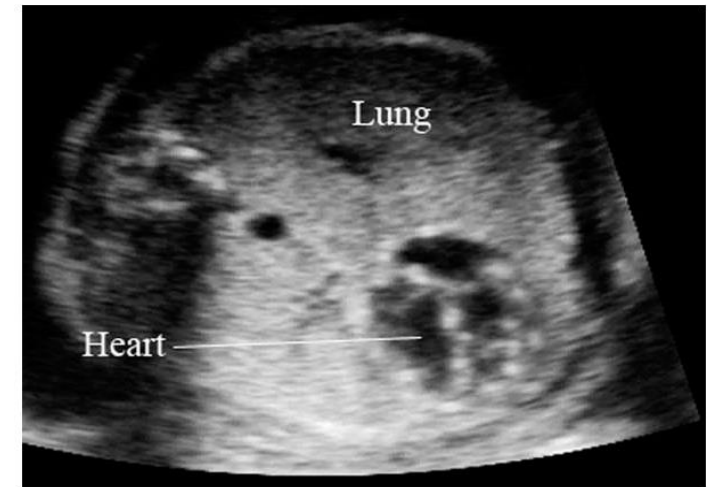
Sonogram of the fetal chest at the level of four-chamber
